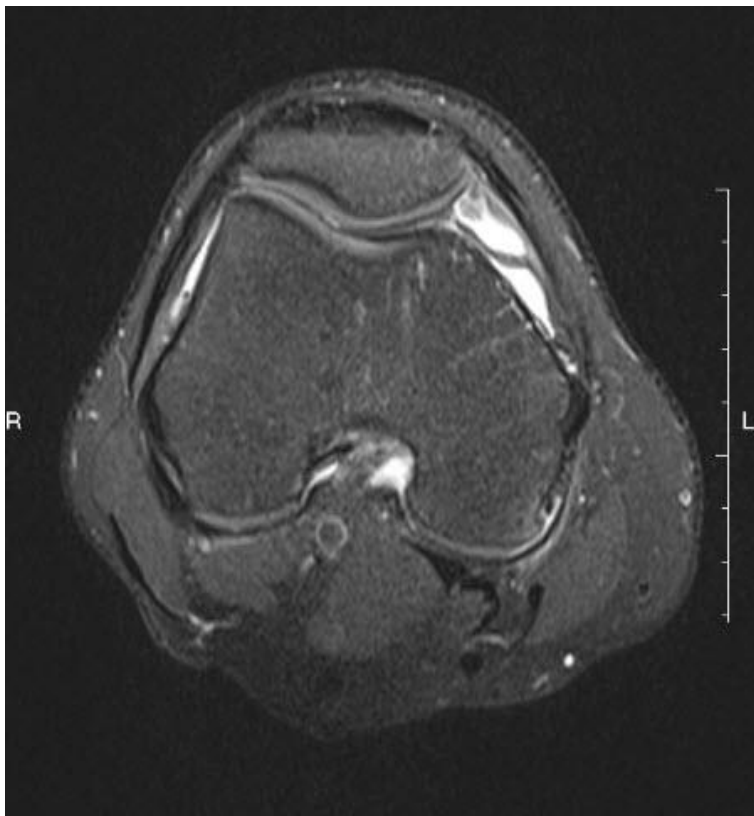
МР-томограма пацієнта з типом С медіопателлярної складки.
